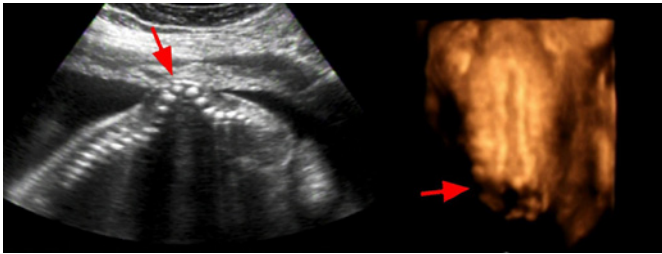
Ecografía fetal bidimensional y tridimensional (A y B, respectivamente), realizadas a las 24 semanas de gestación, evidenciando cifosis congénita y meningocele (ver flechas).
